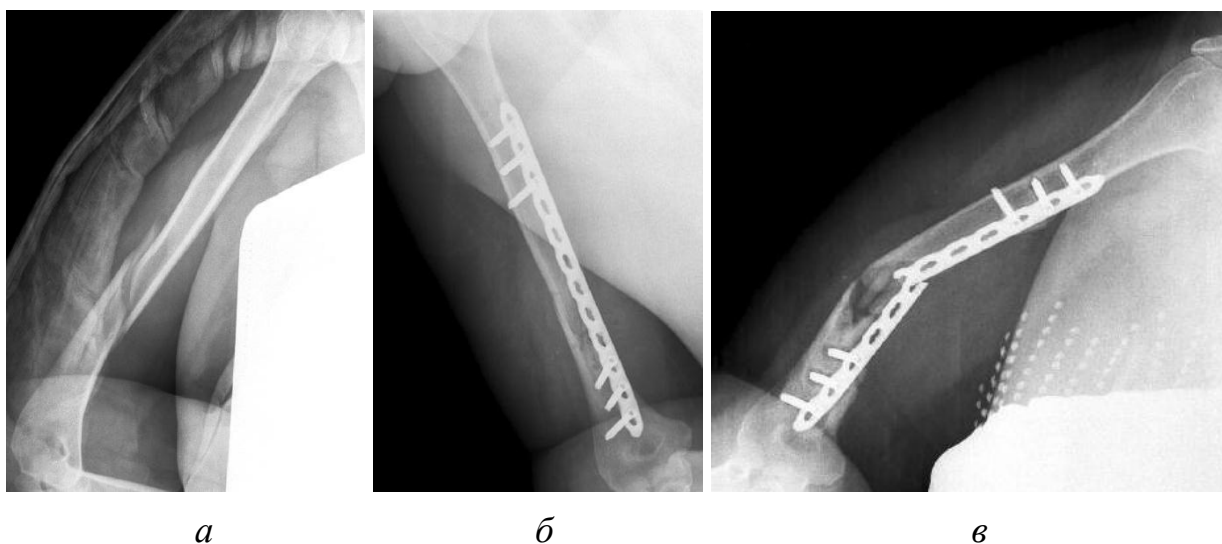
Рентгенограммы пострадавшей с диафизарным переломом плечевой кости, прооперированной LCP-пластиной: *а* — перелом типа А1; *б* — остеосинтез LCP-пластиной; *в* — ложный сустав плечевой кости, перелом и миграция имплантата
